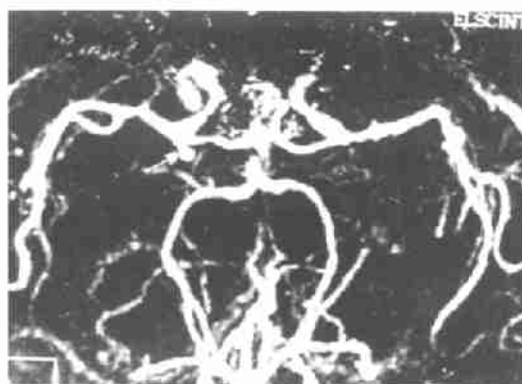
脑 CTA 俯视图:右侧颈内动脉 C1/M1/A1 交界处小动脉瘤(箭头所指)。
